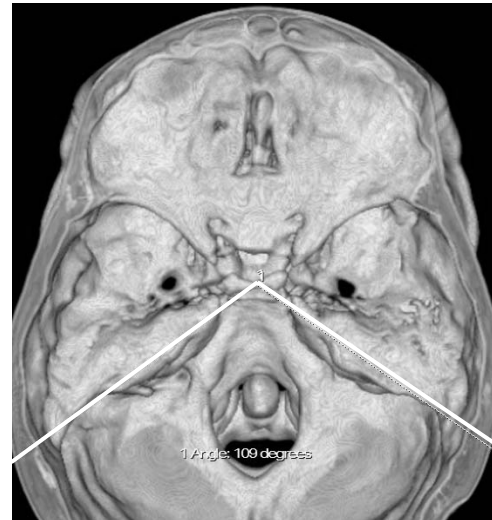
TC em reconstrução tridimensional. Ângulo dos ossos petrosos de 109°. (Caso 8).
